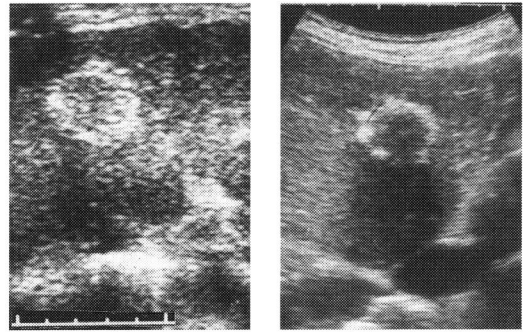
Transverse scan of the left liver lobe, liver metastasis with calcification. (from well-differentiated adenocarcinoma of thyroid by US-FNAB): There was some echogenic foci formed on the border of the tumor (a), and this turned to a ring-like hyperechoic tumor after 18-months (b). Then it was proved by CT examination.
